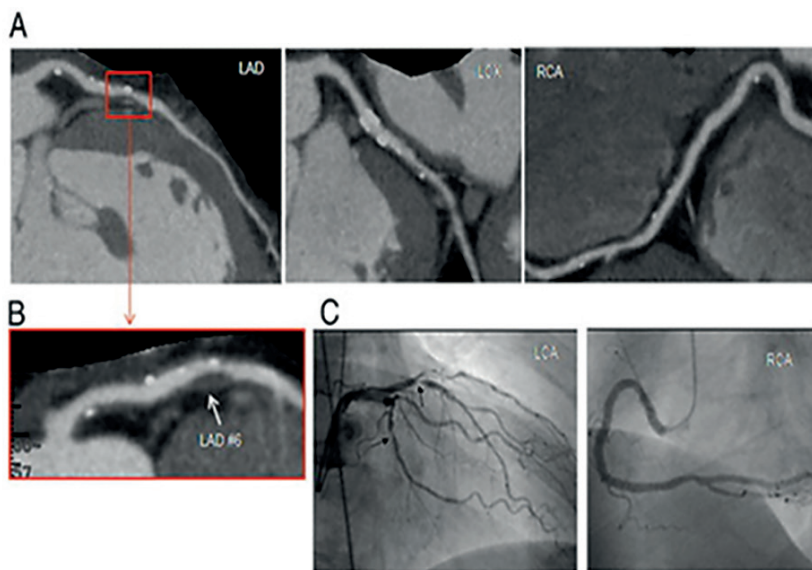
A) Imagens da artéria descendente anterior (LAD), artéria circunflexa (LCX) e artéria coronária direita (ACD). (B) Remodelação positiva, placa de baixa atenuação e calcificação irregular foram detectados em LAD # 6 na angiografia de tomografia computadorizada (TC) coronariana. (C) Síndrome coronariana aguda (SCA) ocorreu 6 meses após a angiotomografia. LAD # 6 foi determinada como a lesão culpada. Observe a localização da lesão proximal ao primeiro ramo septal, tanto na angiografia por TC antes do evento quanto na angiografia coronária após o evento, quando o paciente foi levado ao laboratório de hemodinâmica para intervenção coronária percutânea. LCA = artéria coronária esquerda. Sadako Motoyama et al. J Am Coll Cardiol 2009; 54:49-57.
